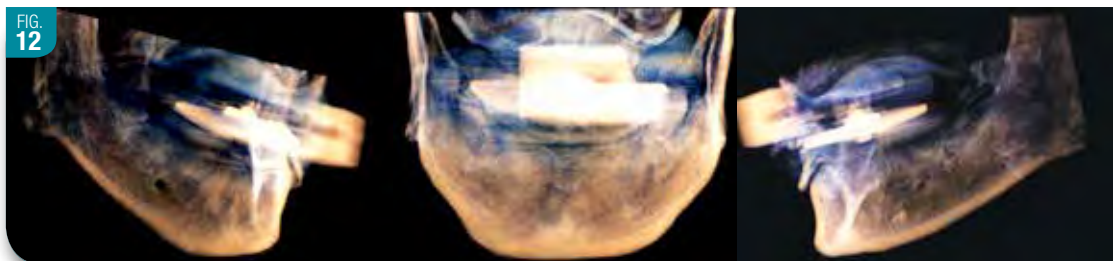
Acquisition volumétrique Cone Beam. Noter la présence du repère radiopaque avec des arrêtes bien déterminées. Les bases osseuses sont acquises en relation tridimensionnelle correcte.
